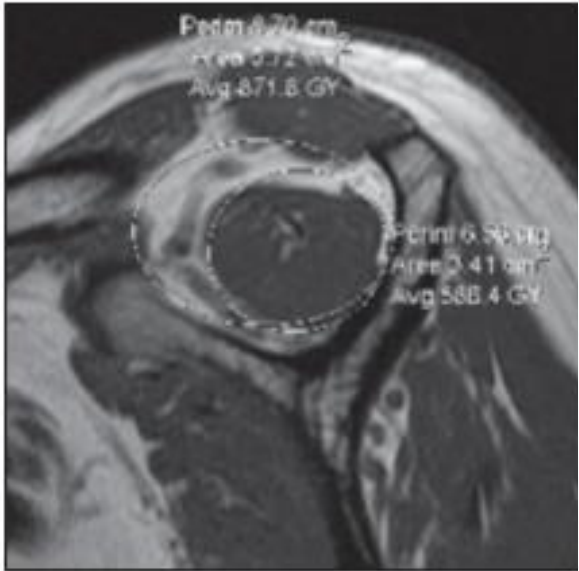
Cálculo del ratio de ocupación por RM en el hombro. Se utilizó la herramienta elipse en la consola PACS para delinear los contornos del músculo supraespinoso y los de su fosa, como se muestra en la imagen ponderadas en T1 sagital. Se observa músculo supraespinoso normal (sin atrofia) en mujer de 56 años de edad. El ratio de ocupación es  $3,41 / 5,72 = 0,60$  cm<sup>2</sup>.
